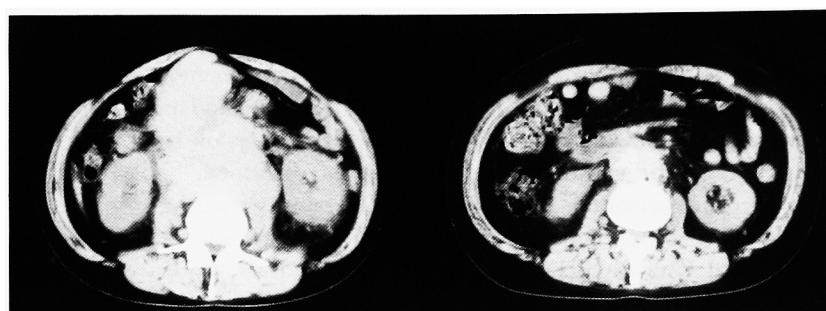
Lower abdominal CT scan before (left) and after (right) chemotherapy of patient 1.
